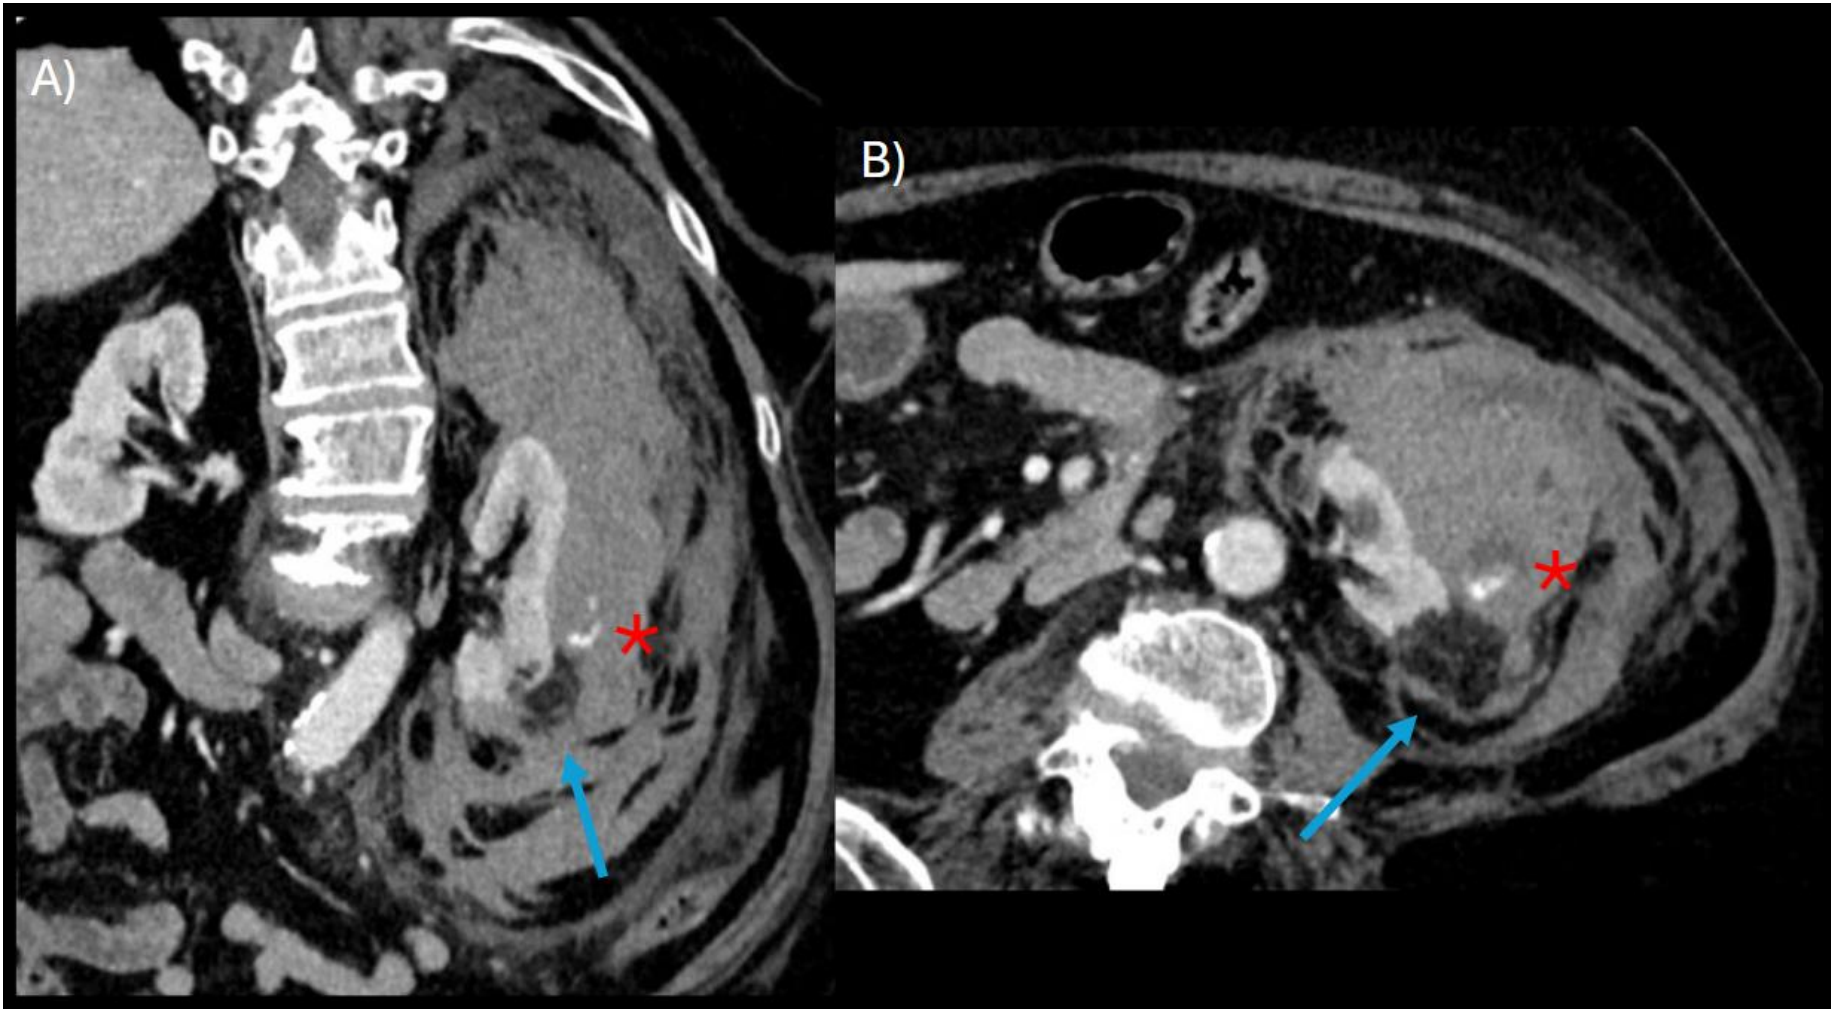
TC abdominal con contraste intravenoso en fase portal, reconstrucciones coronal (A) y axial (B). Extenso hematoma perirrenal izquierdo en el contexto de Síndrome de Wunderlich. Se observa un foco de extravasación de contraste en su espesor como signo de sangrado activo (asterisco). Como probable origen del sangrado se identifica una imagen nodular adyacente a la cara posterior del riñón de densidad grasa compatible con angiomiolipoma (flecha).
